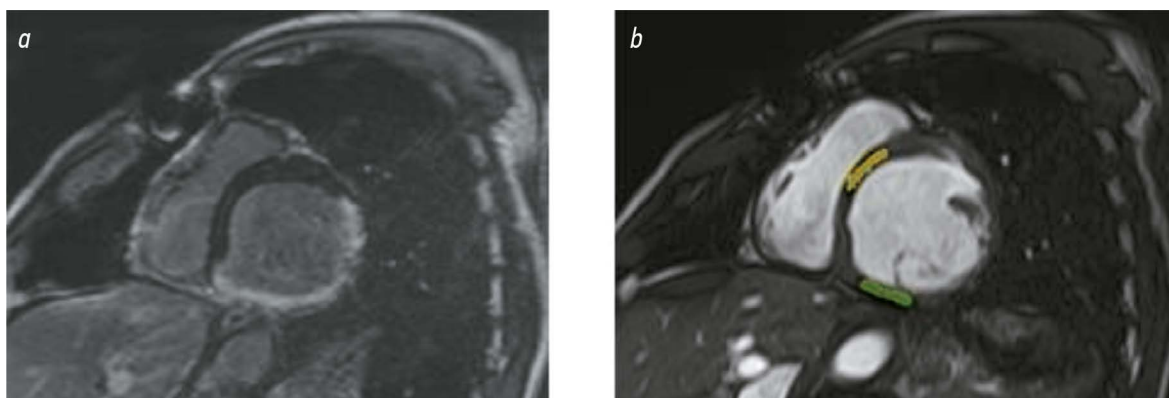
Этапы формирования зон интереса на постконтрастных и бесконтрастных МРТ-изображениях сердца по короткой оси левого желудочка. *a* — результаты магнитно-резонансной томографии с отсроченным контрастированием; по нижней стенке левого желудочка визуализируется трансмуральное накопление контрастного вещества, в области межжелудочковой перегородки со стороны левого желудочка данных за повреждение нет. *b* — МРТ-изображение сердца в кино-режиме; сформированы зоны интереса в области задней стенки (зелёного цвета), что соответствует участку постинфарктного кардиосклероза нижнего сегмента среднего отдела левого желудочка, и в области переднеперегородочного сегмента среднего отдела (жёлтого цвета), что соответствует интактной межжелудочковой перегородке.
